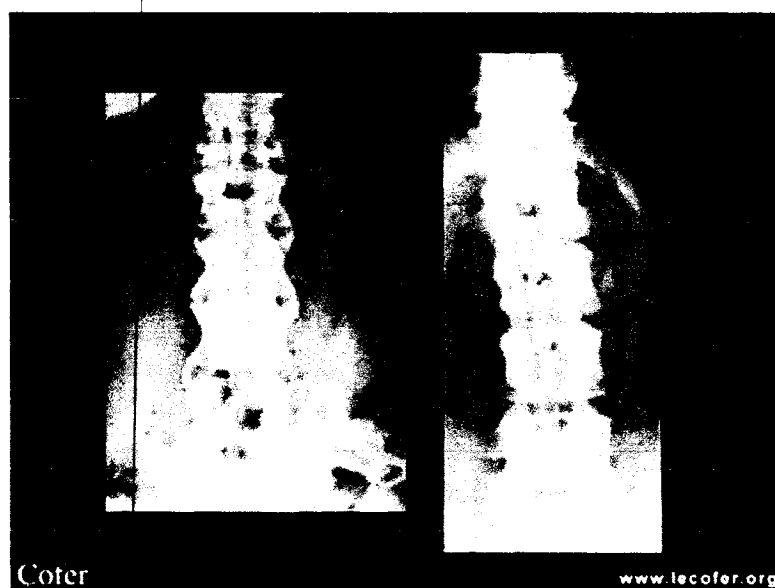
Radiographie du rachis de face, à gauche d'une personne atteinte de spondylarthrite et à droite d'une personne normale (d'après www.lecofer.org)
